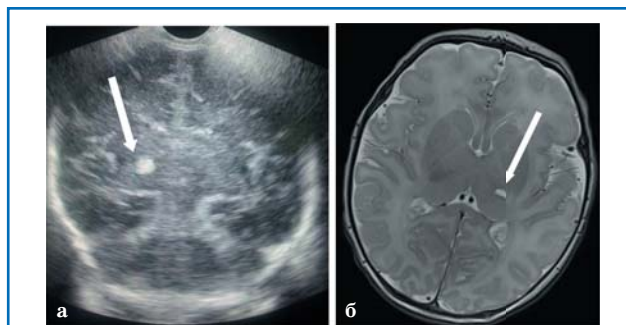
Данные нейровизуализации ребенка П. в возрасте 3 суток: а – на НСГ гиперэхогенный очаг в проекции левого таламуса; б – при выполнении МРТ на Т2ВИ в аксиальной плоскости в левом таламусе определяется жидкостная структура неправильной формы, с четкими, ровными контурами и содержимым с МР-сигналом, идентичным ликвору, что характерно для последствий ПАИИ.
